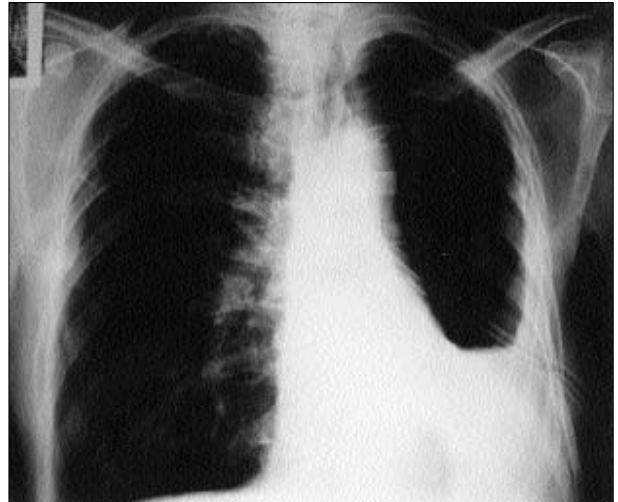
İkinci olgunun BPF tanısı ile kapalı su altı drenajı uygulanmış PA akciğer grafisi.
